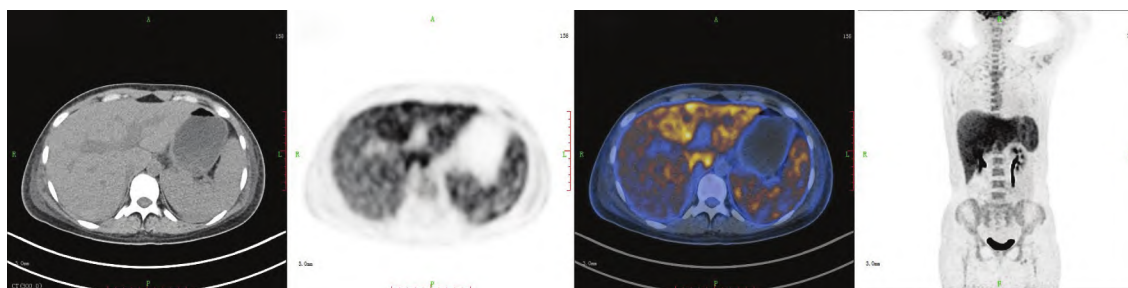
Fluorine-18-fluorodeoxy glucose-positron emission tomography (<sup>18</sup>F-FDG-PET)/CT imaging shows hepatosplenomegaly and diffuse increase in FDG activity in liver and spleen.
